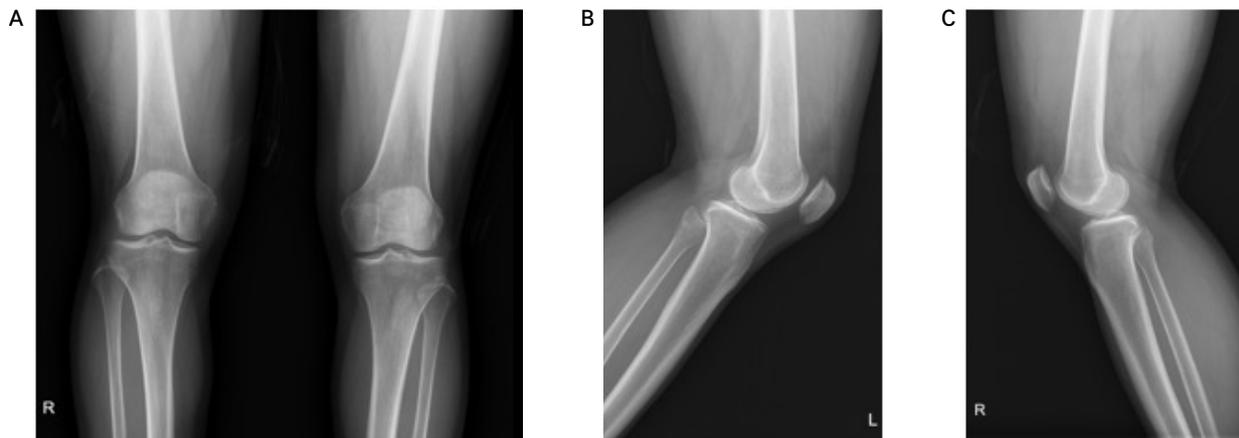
Knee x-ray images of case 3 patient. (A) Knee AP view, (B) left knee lateral view, (C) right knee lateral view on before treatment. AP: anteroposterior view.
